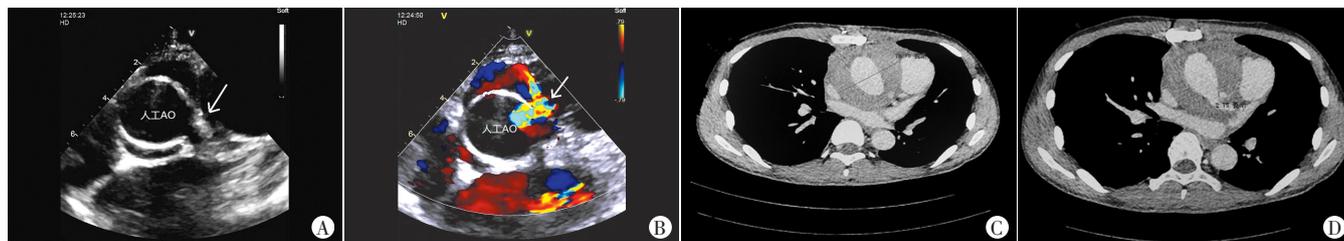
二维超声胸骨左缘大动脉短轴切面示人工血管周围无回声区,呈环状
